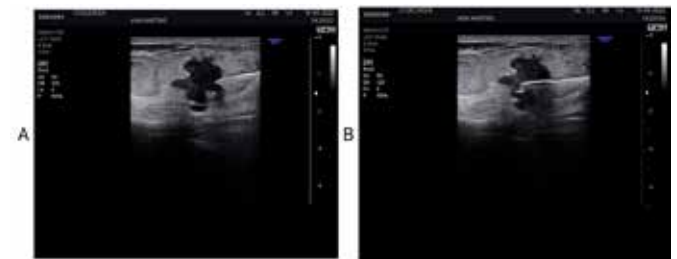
Ultrassonografia de core biopsy. Nódulo BI-RADS 5. A. Agulha posicionada antes do disparo. B. Agulha posicionada após o disparo.
